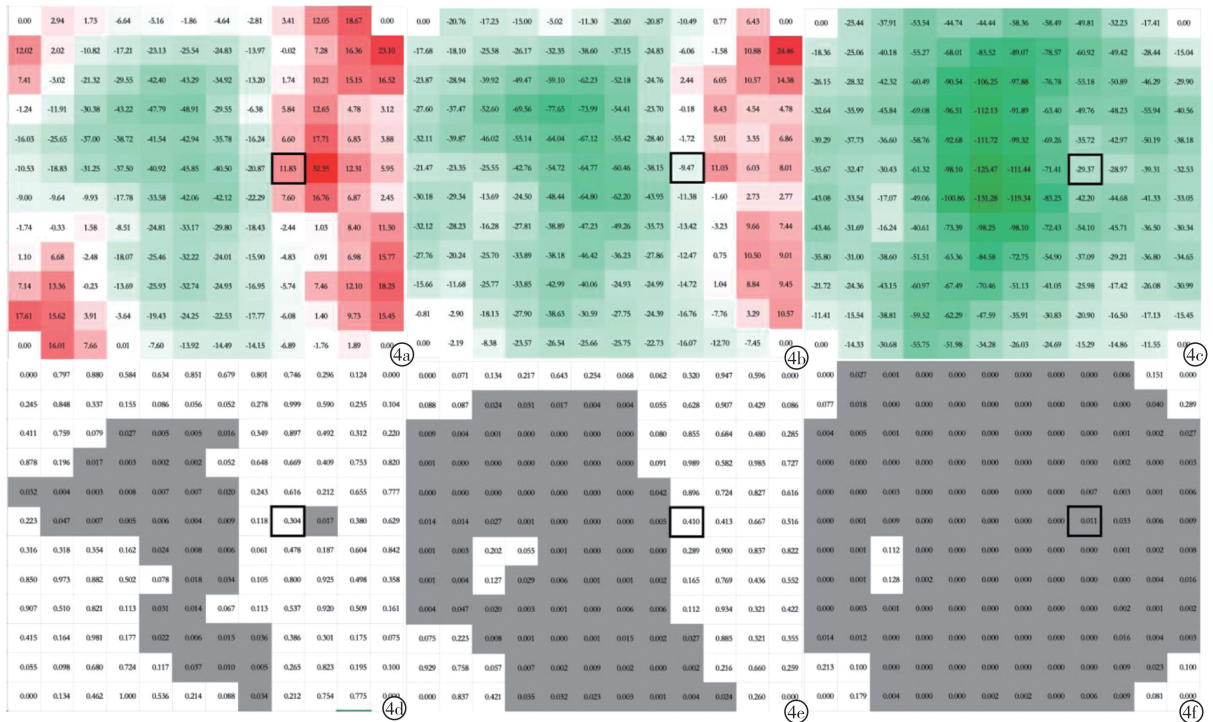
12×12 网格分区 CT 值比较差值图 各组与正组的 24 mm×20 mm 范围划分为 12×12 网格的 CT 差值(第一行,单位为 μm)、各组与正视组 CT 比较 P 值(第二行)。a:轻度近视组与正视组 12×12 网格的 CT 差值;b:中度近视组与正视组 12×12 网格的 CT 差值;c:高度近视组与正视组 12×12 网格的 CT 差值;d:轻度近视组与正视组 CT 比较 P 值;e:中度近视组与正视组 CT 比较 P 值;f:高度近视组与正视组 CT 比较 P 值;每个网格的背景颜色不同,以区分 CT 差值的不同值(红色表示增厚,绿色表示变薄),第二行 $P < 0.05$ 用灰色表示,黑框为视乳头位置
